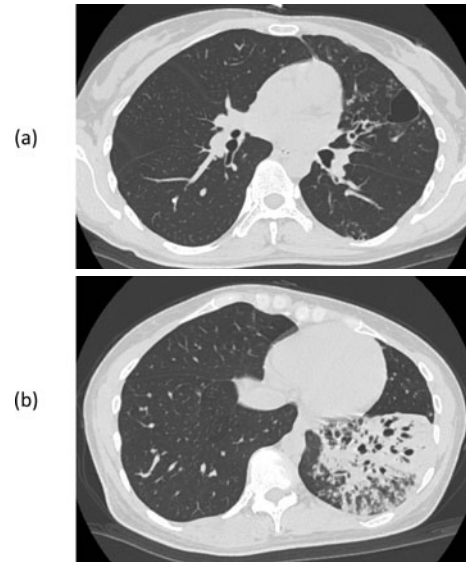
胸部CT. (a) 左の舌区に気腫と小葉中心性の粒状影を認める. (b) 左の下葉に気管支拡張と浸潤影を認める.
